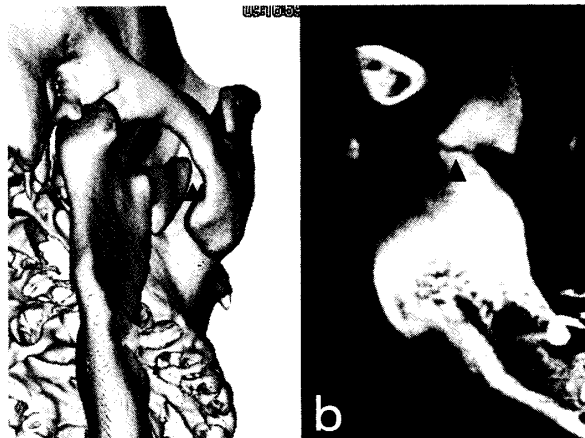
Postoperative 3 D-CT 8 months after the operation. a : Space between the coronoid process and the zygomatic arch at the maximum opening position (arrow head). b : A little amount of soft tissue between the coronoid process and the mandibular ramus (arrow head).
